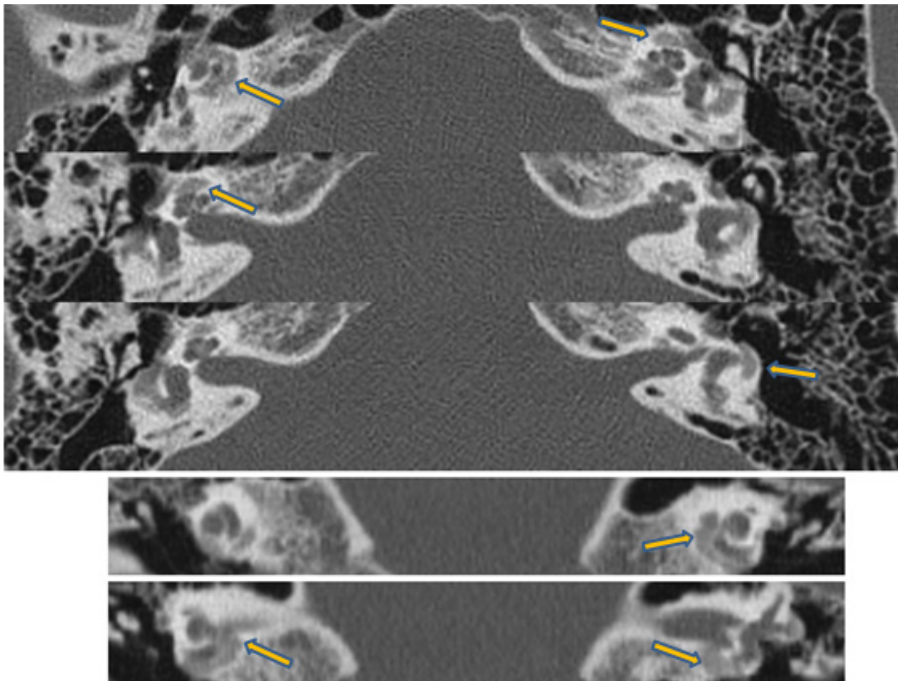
Computed tomography (CT) of temporal bone of the patient. Temporal bone CT reveals low attenuation lesion around bilateral cochlear and semicircular canal.
